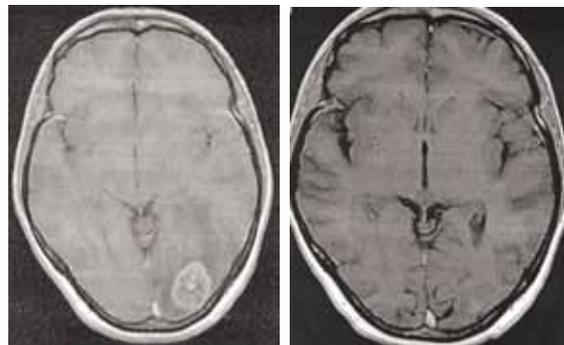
МРТ больной Р. до и после проведения 3 курсов капецитабина
